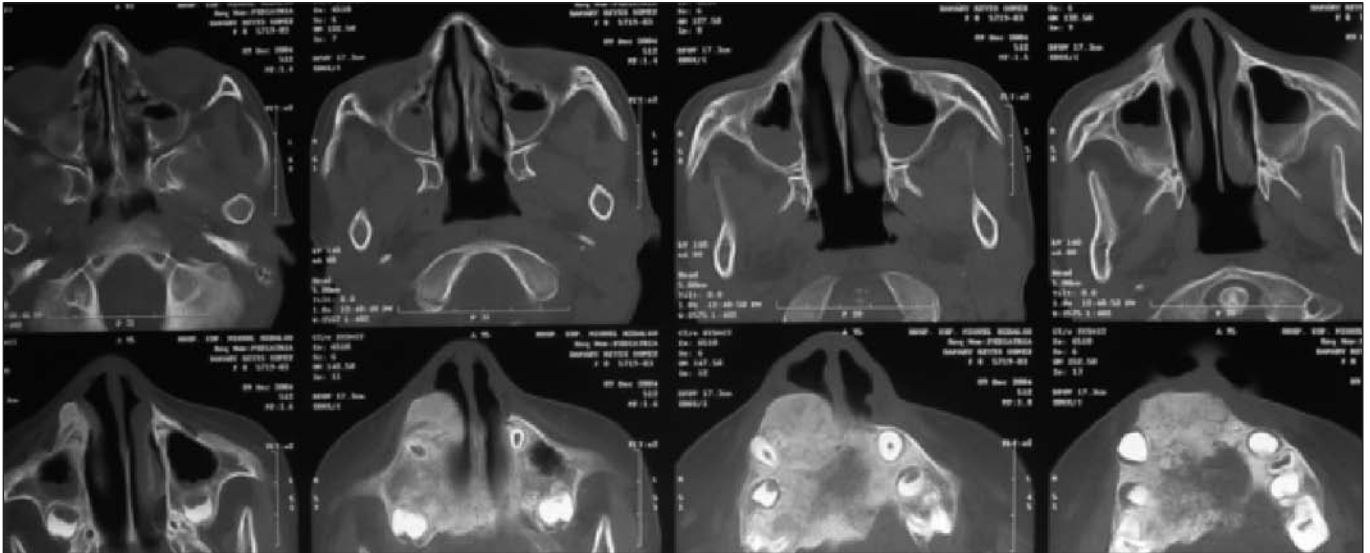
TAC. Tumoración maxila derecha, antro y maxila izquierda.
